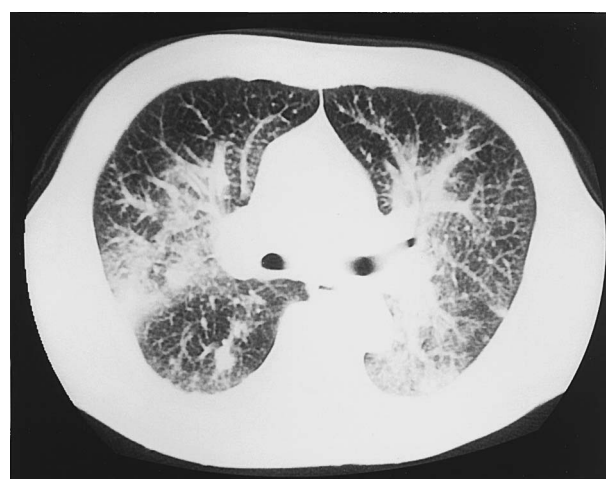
Chest CT scans on second admission, showing infiltration and reticulonodular shadows in both lung fields.
